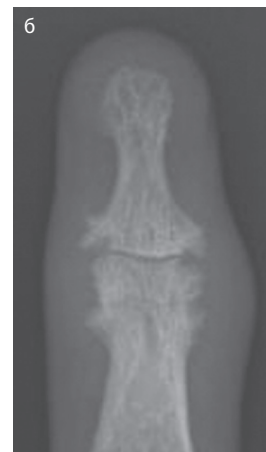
Пример рентгенографических изменений в области дистальных межфаланговых суставов кисти: а — краевые эрозии в области дистальных межфаланговых суставов и периартикулярный периостит; б — крупный план дистального межфалангового сустава III пальца правой кисти; определяются эрозивные изменения и периартикулярный периостит
